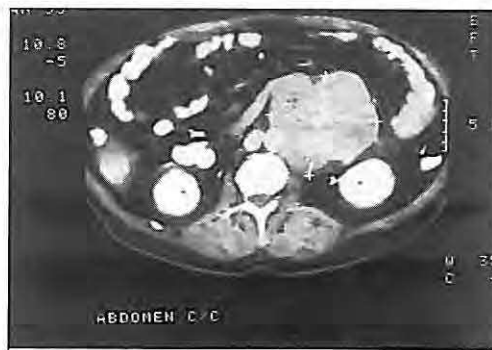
TAC Abdominal. Masa de localización paraaórtica, por encima del origen de las arterias renales, íntimamente unida a la segunda porción del duodeno correspondiente a un conglomerado adenopático.
